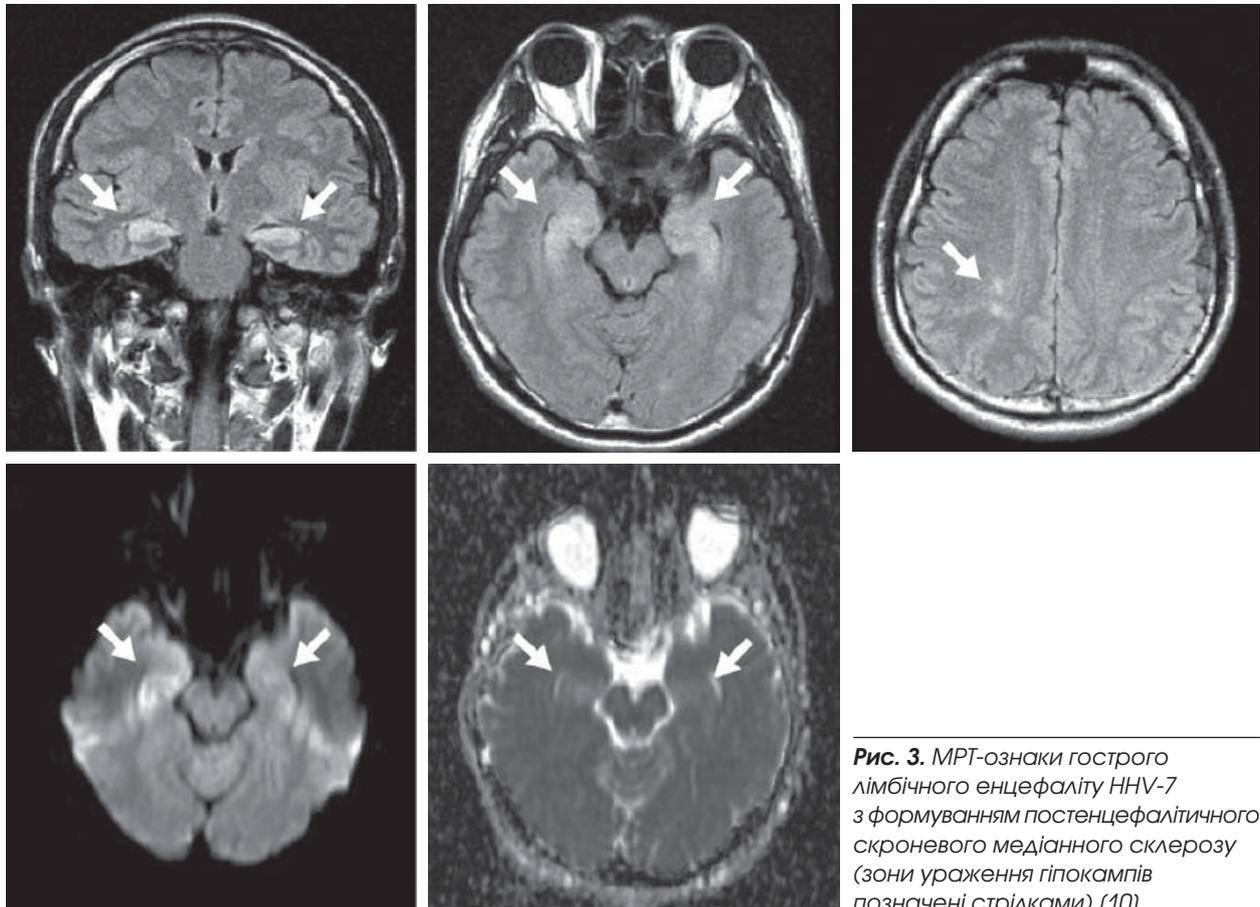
МРТ-ознаки гострого лімбічного енцефаліту HHV-7 з формуванням постенцефалітичного скроневому медіанному склерозу (зони ураження гіпокампів позначені стрілками) (10)
